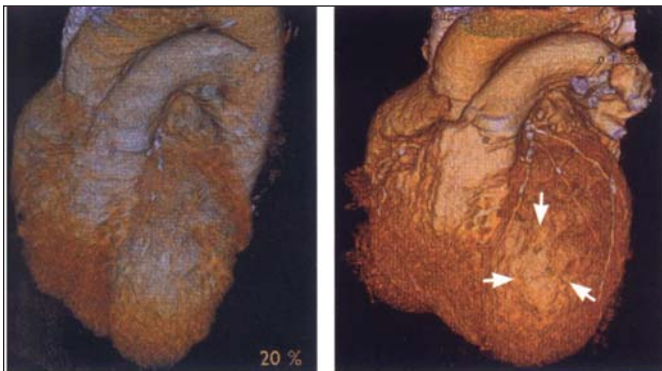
Визуализация аневризмы ЛЖ с помощью МСКТ
